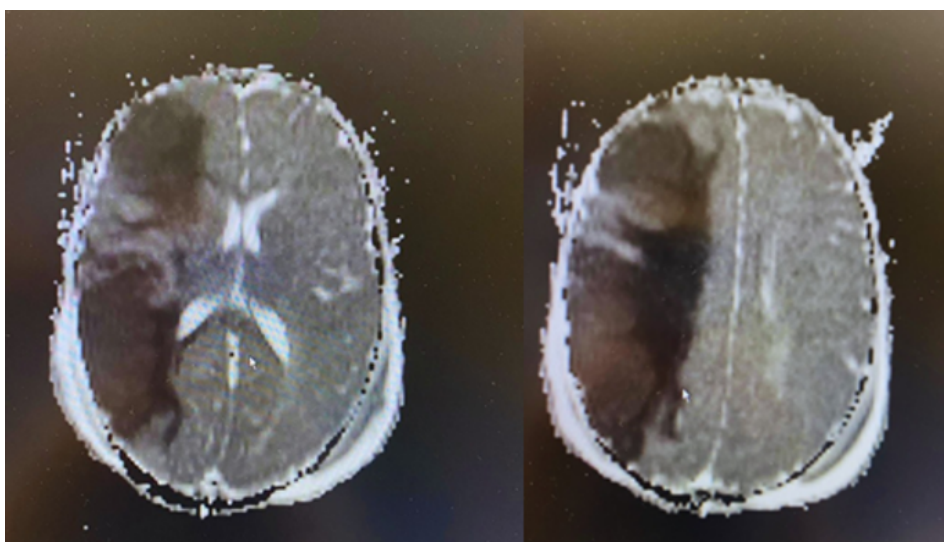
RMN cerebral. Infarto isquémico agudo hemisférico derecho.
